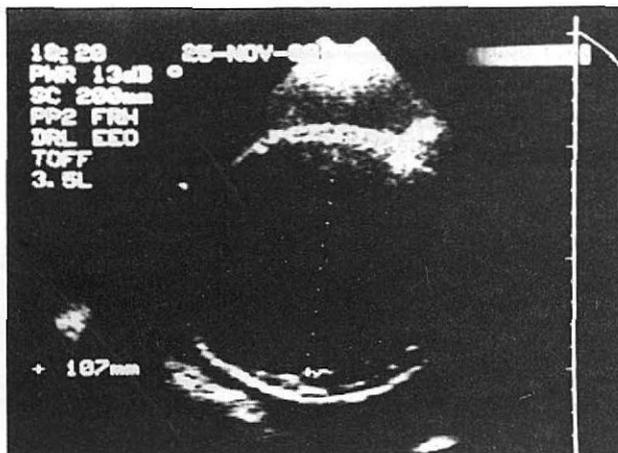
Ecografía obstétrica - edad gestacional 34 semanas - obsérvese imagen anecoica en abdomen fetal.
